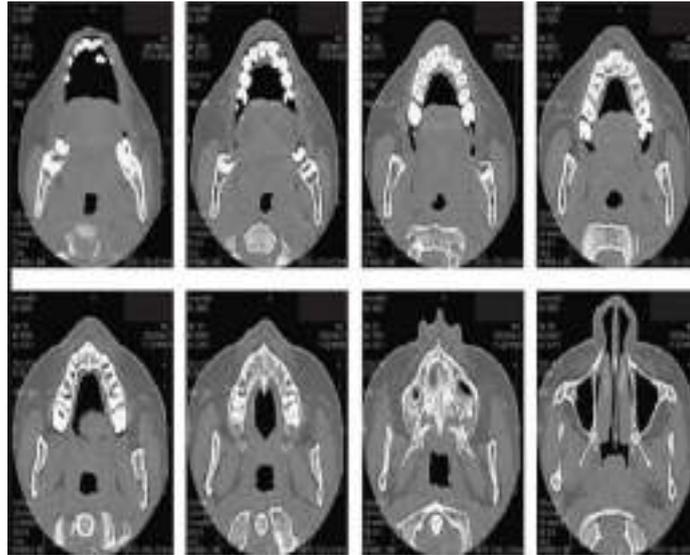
Tomografia computadorizada²⁹.
